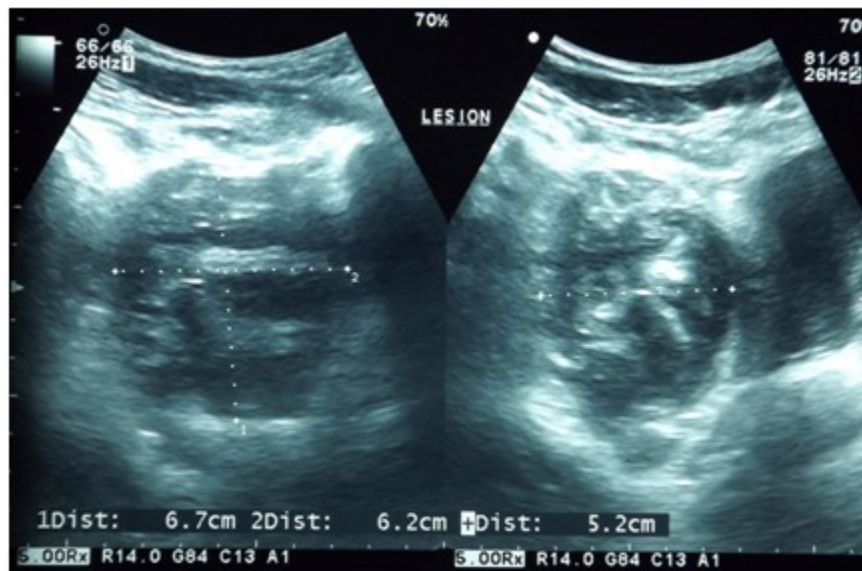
Ecografía pélvica donde se observa un hematoma heterogéneo con áreas hiperecogénicas e hipocogénicas paravesical con diámetros de 6,7 x 6,2 x 5,2 cm, que desplaza y comprime la vejiga.
